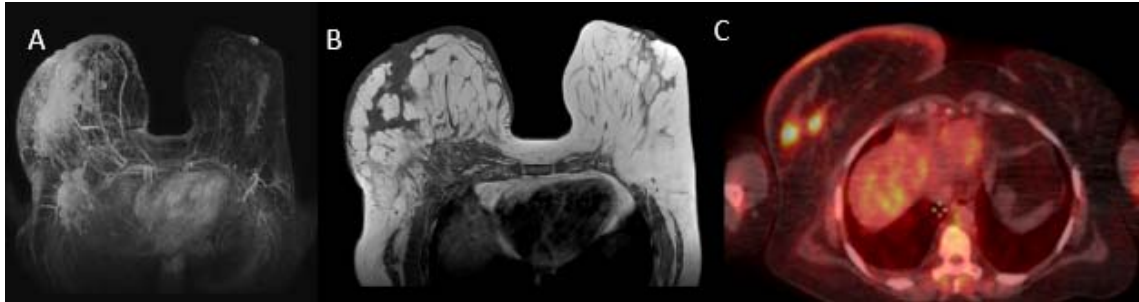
Exemplo de caso de paciente com queixa palpável na mama direita, com achados cutâneos associados. A-B) RM de mamas em reconstrução axial 3D-MIP (A) e T1 sem saturação de gordura (B) demonstrando extensa área de realce segmentar ocupando a região central e quadrantes laterais da mama direita, associado a espessamento e realce cutâneo difusos. C) PET/CT FDG evidencia formações nodulares na mama com SUVmax de 5,3-7,3 e espessamento cutâneo difuso com SUVmax de 3,6.
